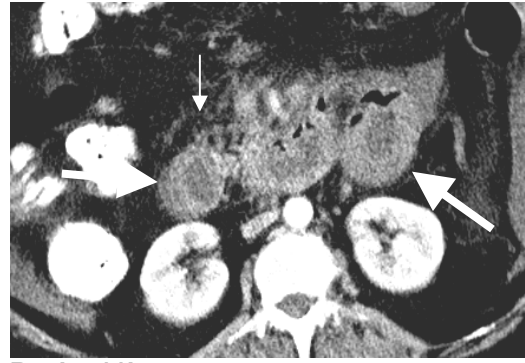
Acil servise distansiyon, karın ağrısı ve gaz gaita çıkaramama şikayetleri ile başvuran 60 yaşındaki erkek olguya yapılan konvansiyonel BT incelemesinde kolon anslarındaki duvar kalınlık artımı (büyük oklar) ve perikolik çizgilenme izlenmekte. Ayrıca mezenterik yağlı dokuda ödeme ait dansite artımı (küçük oklar) görülmekte. Operasyon sonrasında rektum tümörü ve bunun proksimalindeki kolon segmentlerinde iskemik değişiklikler saptandı.
